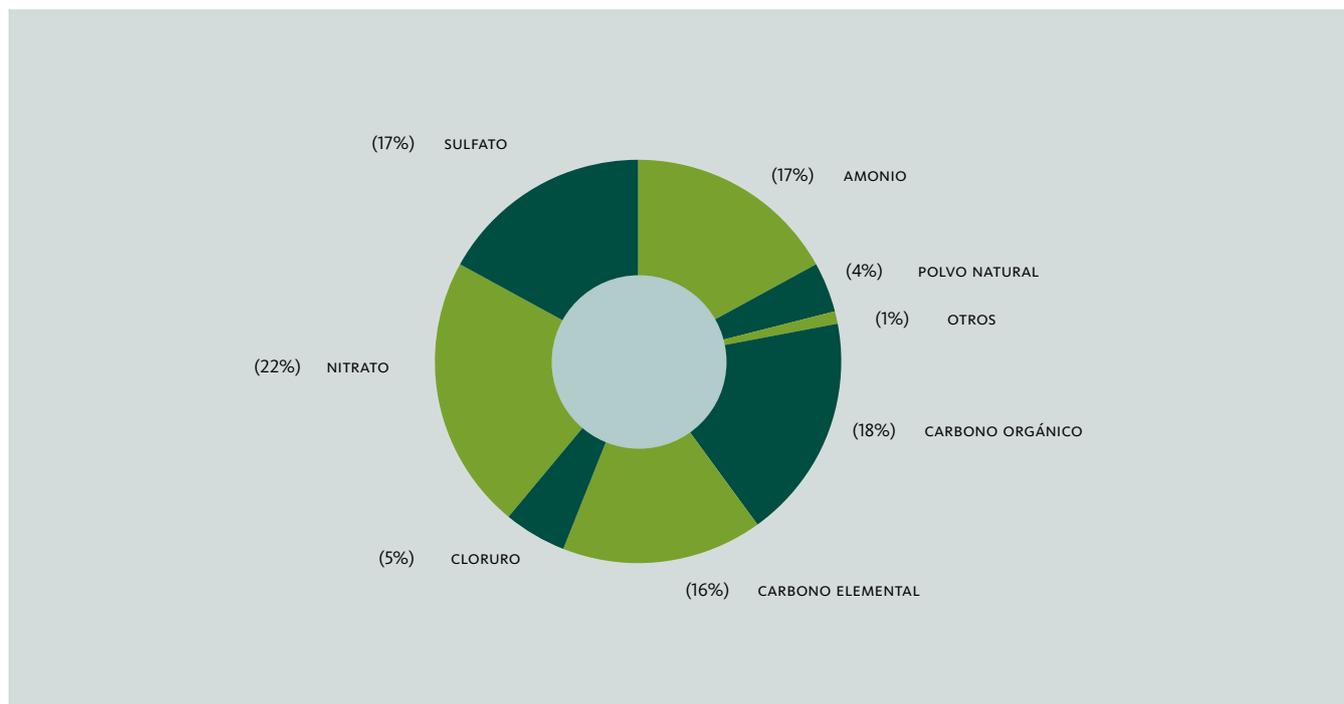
COMPOSICIÓN DE LAS PARTÍCULAS CONTAMINANTES. FUENTE: CONAMA RM-SESMA.CENMA
